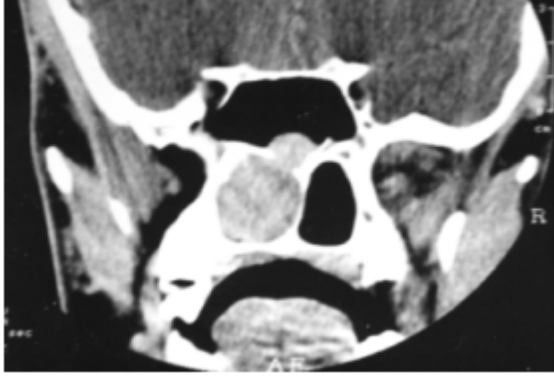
Birinci olguda sfenoid sinüs ön-alt duvarını destrükte ederek kısmen sfenoid sinüsü ve nazofarenksi dolduran ve orta derecede kontrast tutan yumuşak doku kitlesinin koronal planda BT görünümü.
